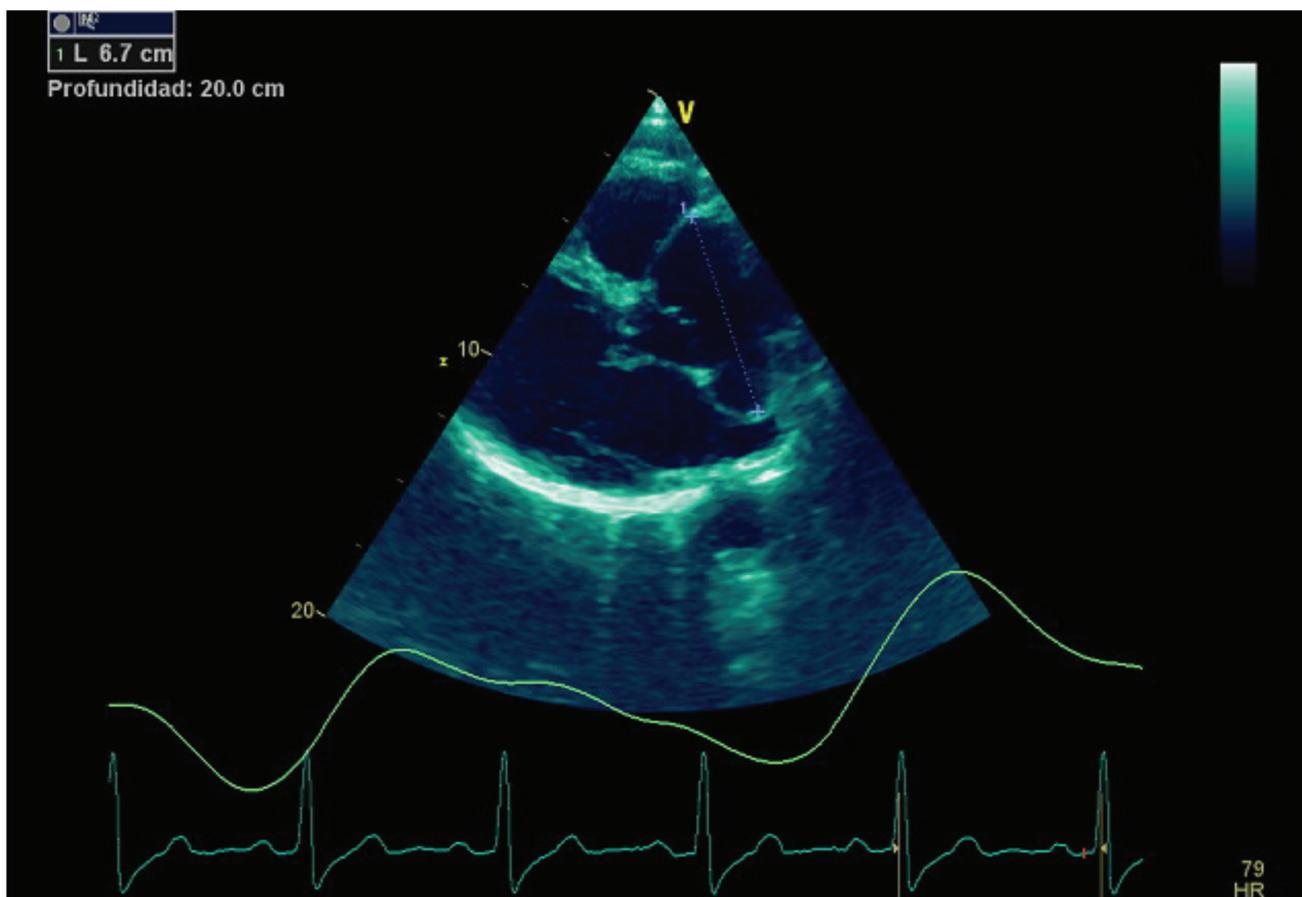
Ecocardiograma transtorácico en eje paraesternal largo. Obtenido de un paciente de 52 años del Hospital San Juan de Dios con aneurisma del seno de Valsalva.
